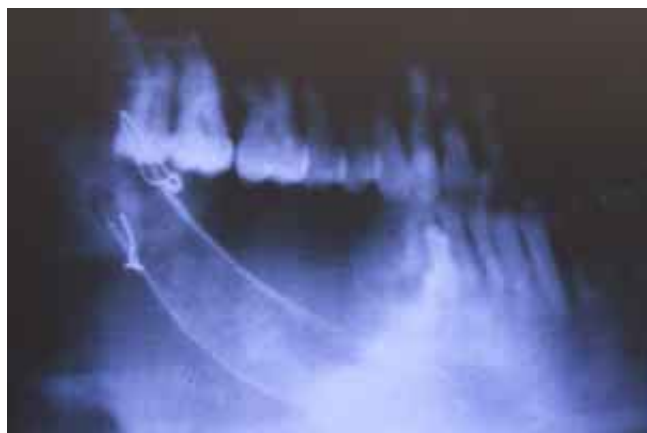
Radiografía que muestra la colocación del injerto de costilla y hueso corticomedular fragmentado de cresta iliaca más hueso liofilizado.
